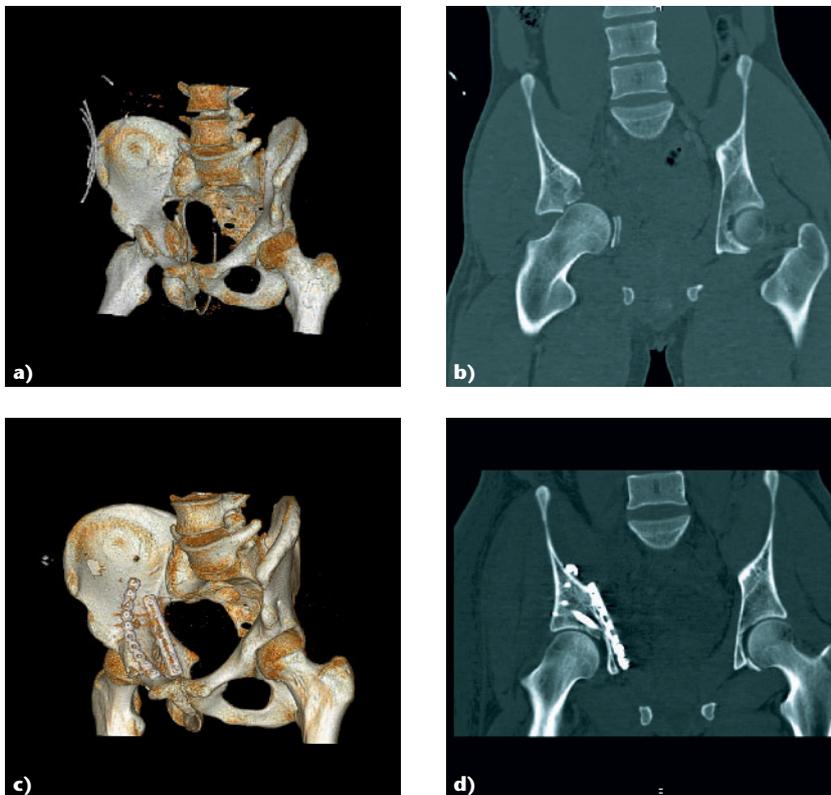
Bei einem Patienten mit Azetabulumquerfraktur zeigt die 3D-CT-Rekonstruktion die zentrale Luxation des Femurkopfs und die medialisierte quadrilaterale Fläche a). In der koronaren Rekonstruktion ist die ausgeprägte Domimpaktion sichtbar b). Die postoperative 3D-CT-Rekonstruktion stellt die Plattenlagen dar, mit einer Platte auf dem vorderen Pfeiler und einer medialen Platte auf der quadrilateralen Fläche, die distal am Sitzbein verankert ist c). Die postoperative koronare Rekonstruktion zeigt eine anatomische Rekonstruktion nach Hebung des Domfragments und Fixation mit einer Einzelschraube sowie der medialen Platte d).
